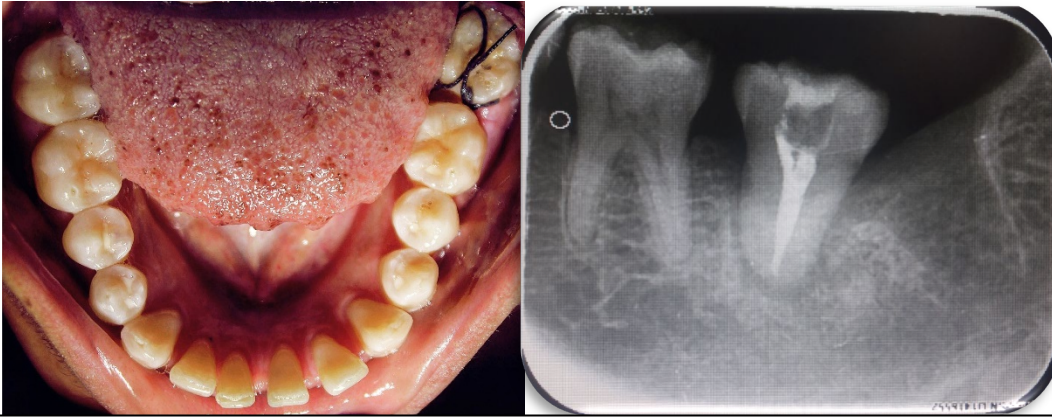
fotografía y radiografía a una semana de la cirugía, se observa buena cicatrización de la encía, y la paciente refiere mínimas molestias, no presenta inflamación del área.
